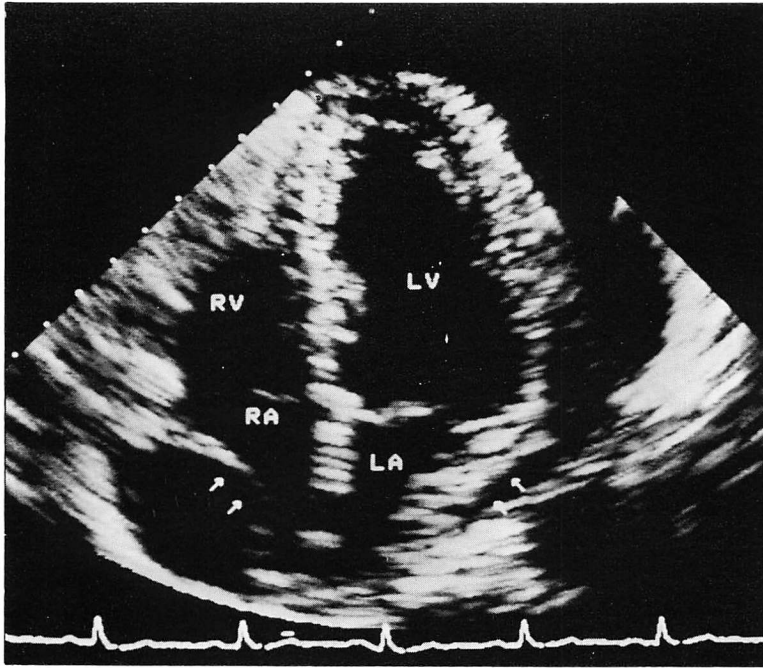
An apical four-chamber view in mid-systole of a patient with cardiac tamponade.
